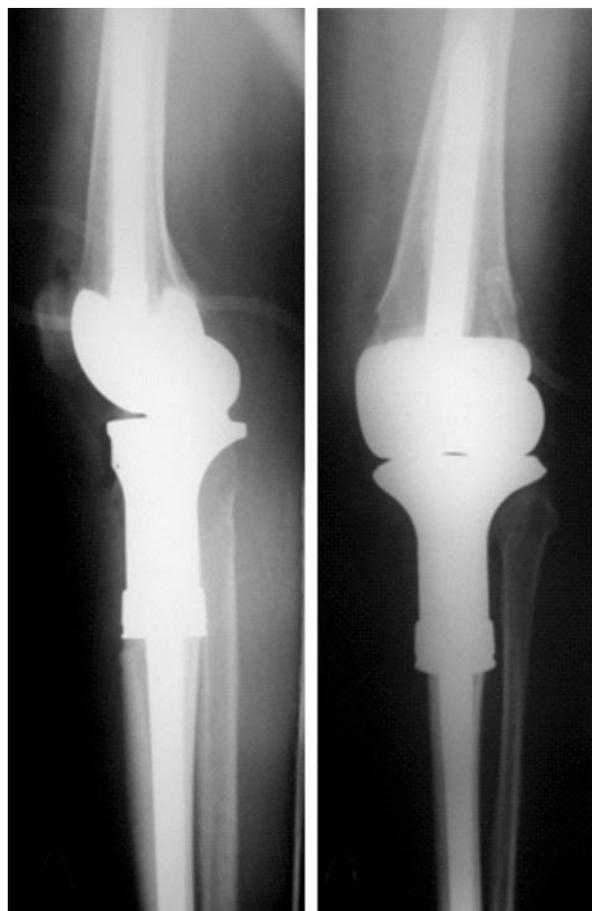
Рентгенограммы правого коленного сустава в прямой и боковой проекциях пациентки М., 47 лет. Диагноз: злокачественная фиброзная гистиоцитома проксимальной части правой большеберцовой кости, состояние после операции
